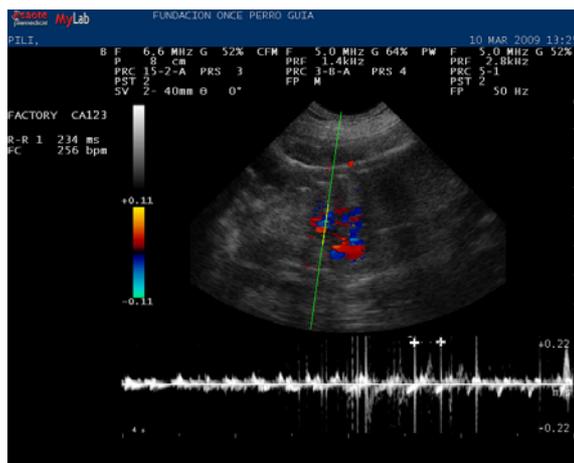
Ecografía doppler color: Latido cardiaco fetal detectado a los 45 días de gestación
